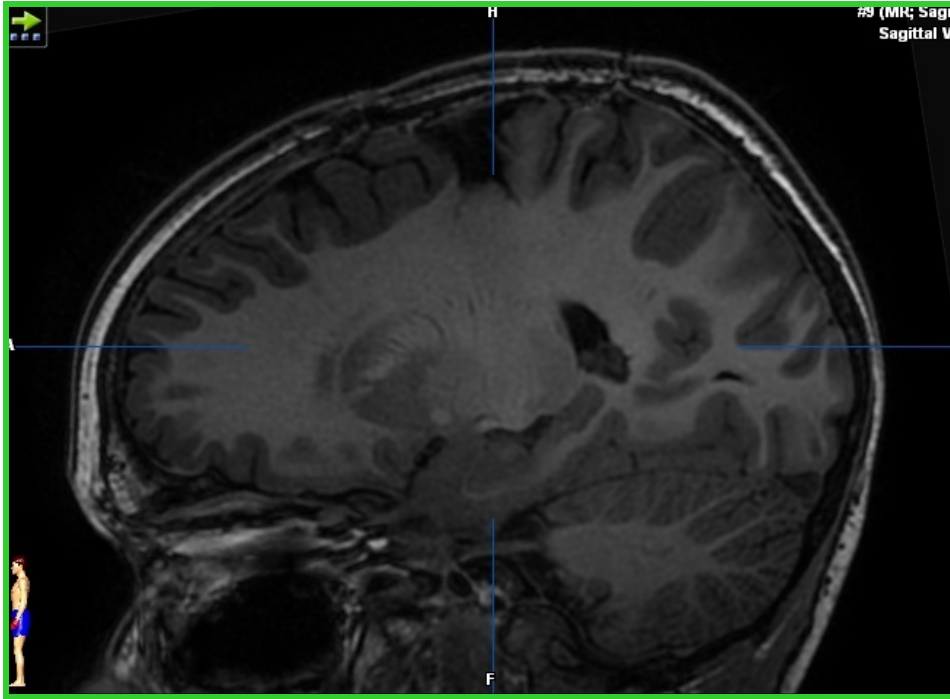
RM postquirúrgica con resección a medida guiada por los electrodos subdurales y profundos.
